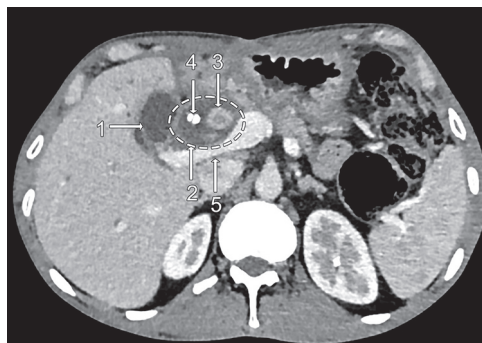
Мультиспиральная компьютерная томография живота. 1 — жёлчный пузырь; 2 — холедох; 3 — конкремент; 4 — стент; 5 — воротная вена
